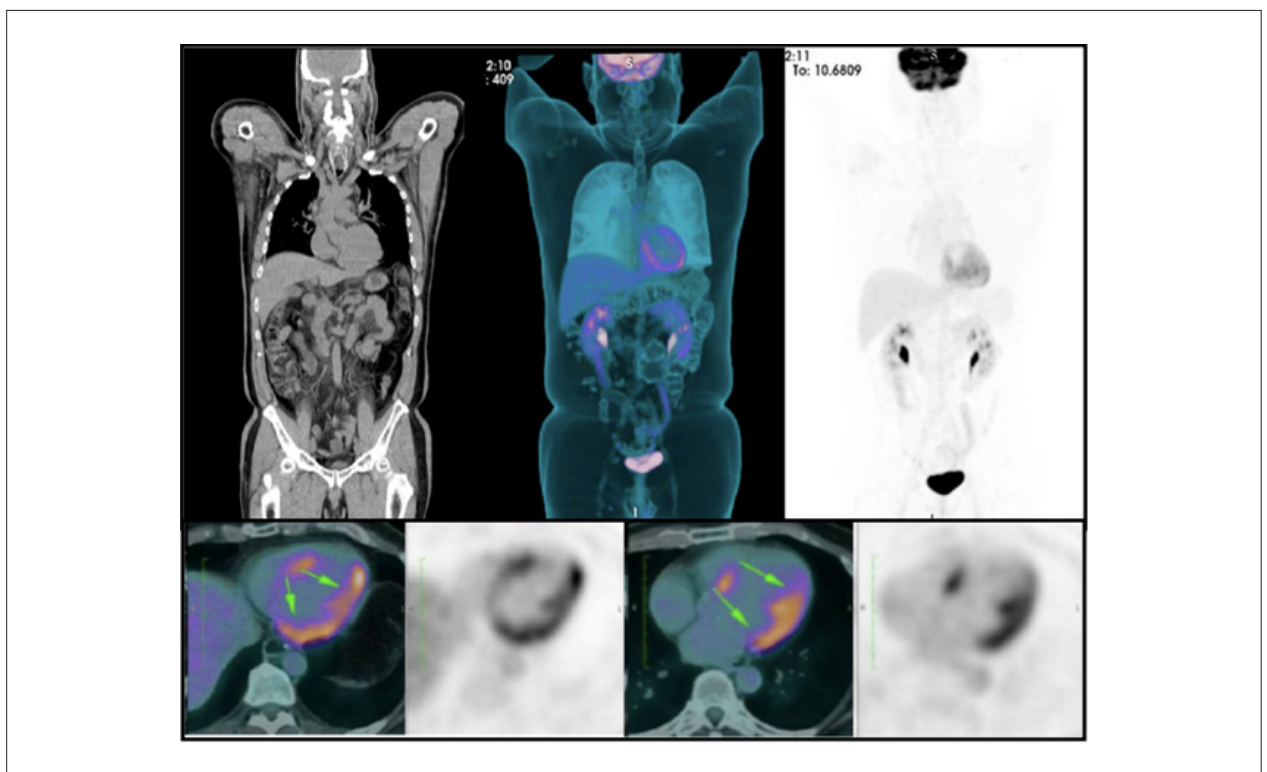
^{18}F -FDG-PET/CT demonstrando aumento heterogêneo da captação do radiotraçador nas paredes do ventrículo esquerdo, envolvendo a região do septo interventricular e com destaque na parede lateral. FDG: fluordesoxiglicose; PET/CT: tomografia por emissão de pósitrons/tomografia computadorizada.
